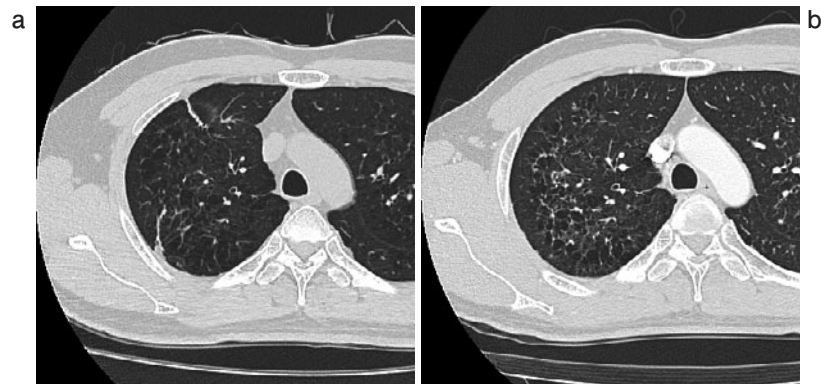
症例5：禁煙後のHRCT画像経過。初診時30歳代，8 packs year. (a) 初診時の右上肺のCT画像。壁の薄い嚢胞性陰影と網状陰影を認める。(b) 初診9年後の右肺HRCT画像。壁が薄くなっており、この時点では肺気腫との鑑別が困難である。
